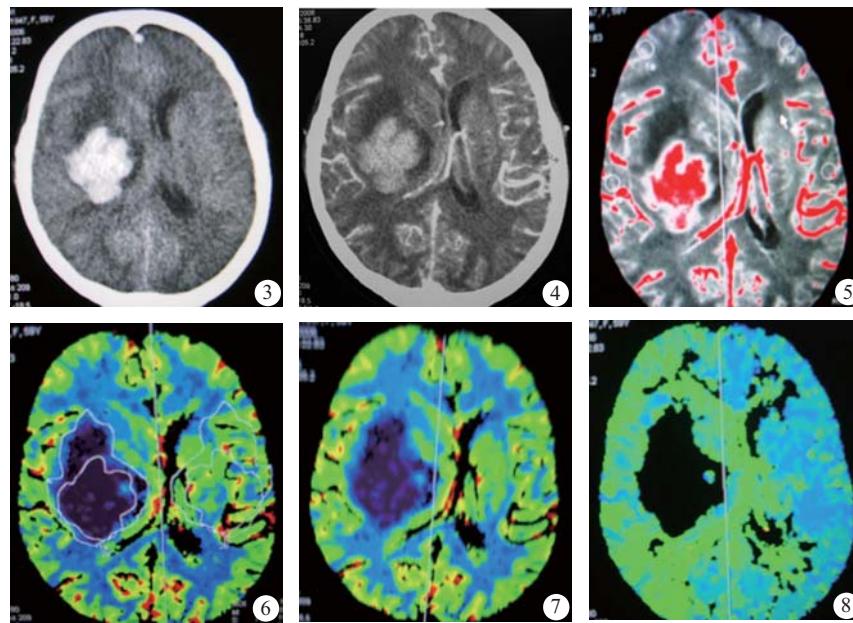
患者CT平扫影像图 图4 患者灌注原始图 图5 患者最大密度投影图 图6 患者CBF参数图表现 图7 患者CBV参数图表现 图8 患者PT参数图表现
